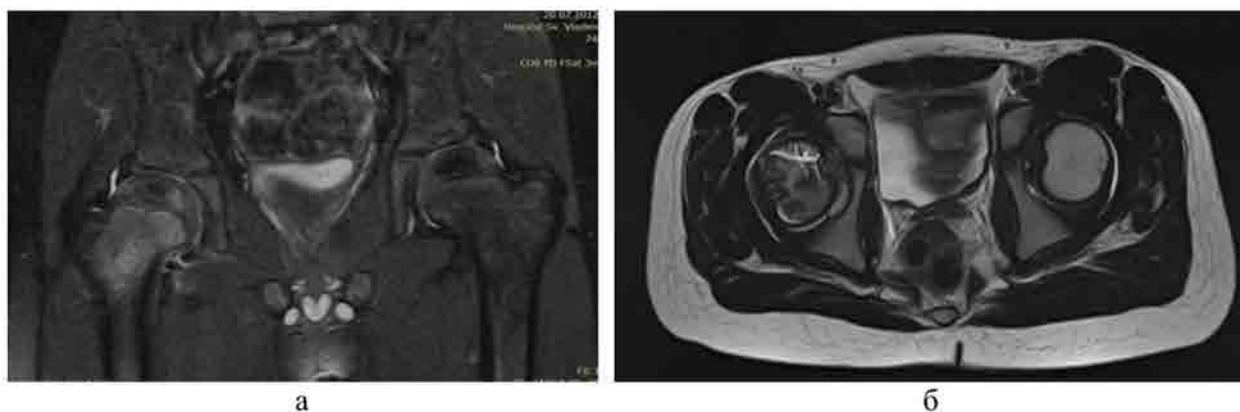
МР-томограммы тазобедренных суставов того же пациента П., 8 лет; а – PD-FS, COR; б – T2-ВИ, АХ: трабекулярный отек МЭ правой бедренной кости без признаков деструкции костной ткани, синовит правого тазобедренного сустава; крыша правой вертлужной впадины и параартикулярные мягкие ткани интактны
